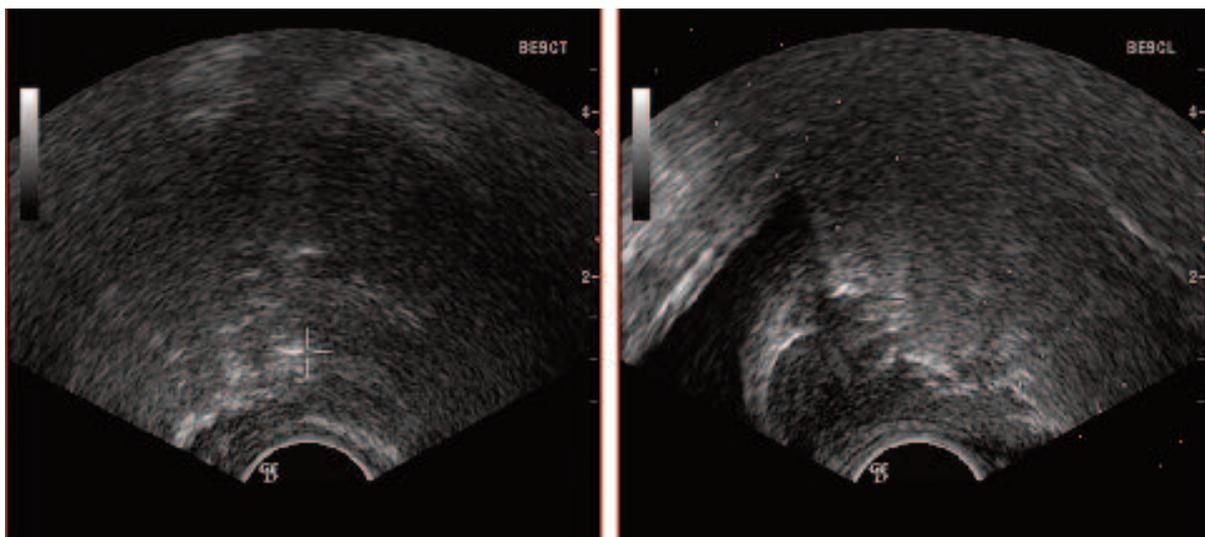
Imagen prostática mediante ecografía transrectal y "artefactada" parcialmente (brillos blancos) durante la inyección de ozono (planos frontal y sagital).
